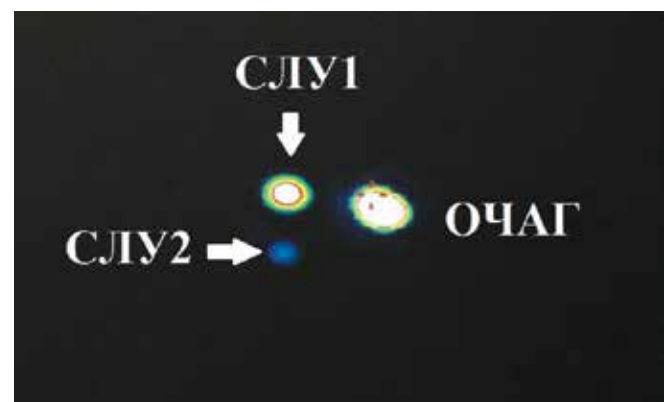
Сцинтиграфия через 6 ч после введения радиофармпрепарата: первичный очаг, 1-й (СЛУ1) и 2-й (СЛУ2) сигнальные лимфатические узлы
